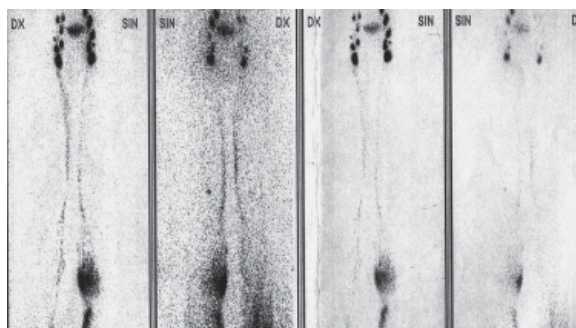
Lymphoscintigraphic flow acceleration before operation
